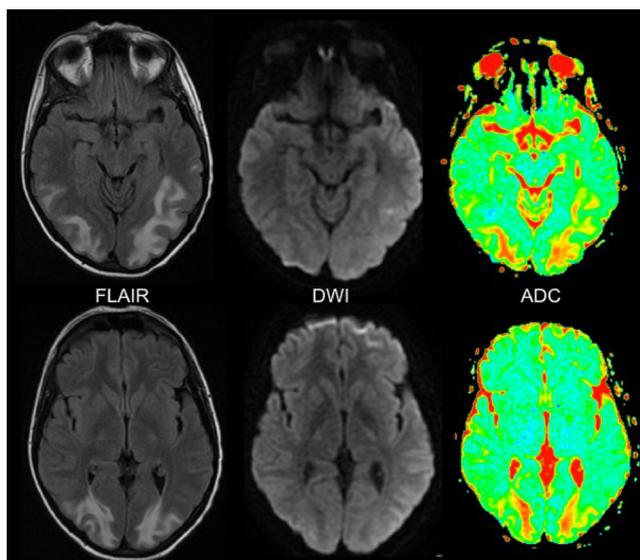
Patiente de 22 ans présentant un syndrome confusionnel depuis quatre jours après cinq injections de L-asparaginase pour le traitement d'une LAL-T non hyperlymphocytaire. Présence d'un hypersignal FLAIR pariéto-occipital sans hypersignal en diffusion ni baisse du coefficient apparent de diffusion traduisant l'œdème vasogénique
